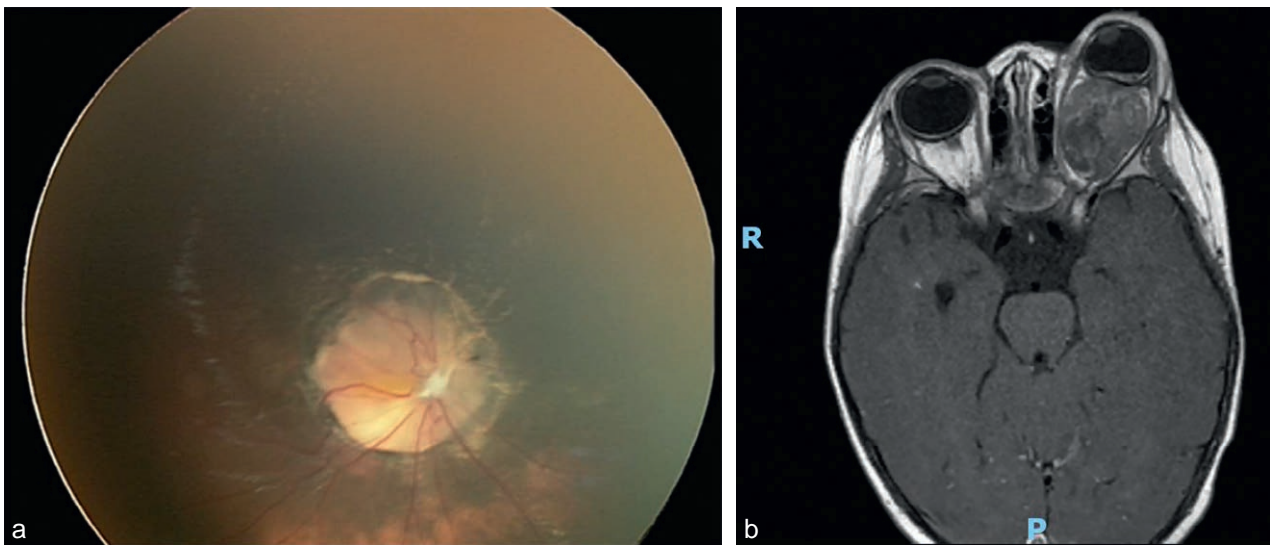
Autre localisation exceptionnelle d'un médulloépithéliome du nerf optique chez un enfant de 7 ans. a. Fond d'œil montrant un nerf optique infiltré. b. IRM montrant une volumineuse masse intraconique avec indentation du globe oculaire.
